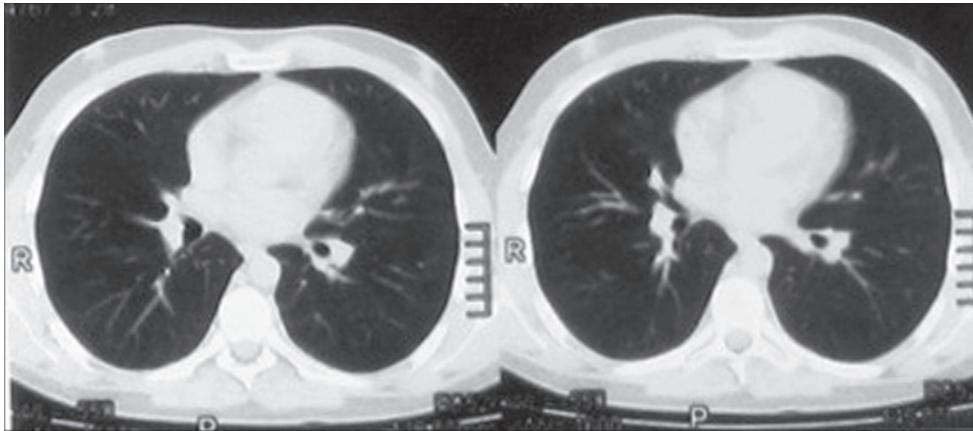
Компьютерные томограммы органов грудной полости больного Г. Диффузные периваскулярные интерстициальные изменения с двух сторон со снижением прозрачности по типу матового стекла.
